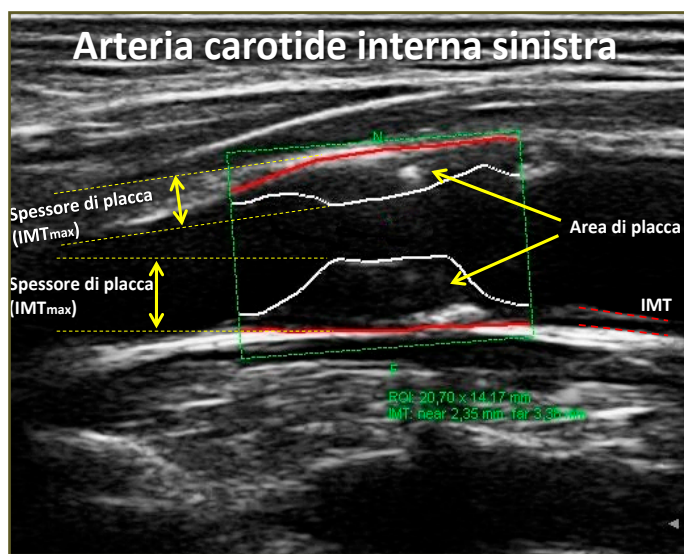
Spessore di placca e area di placca misurabili con ultrasonografia 2D.
